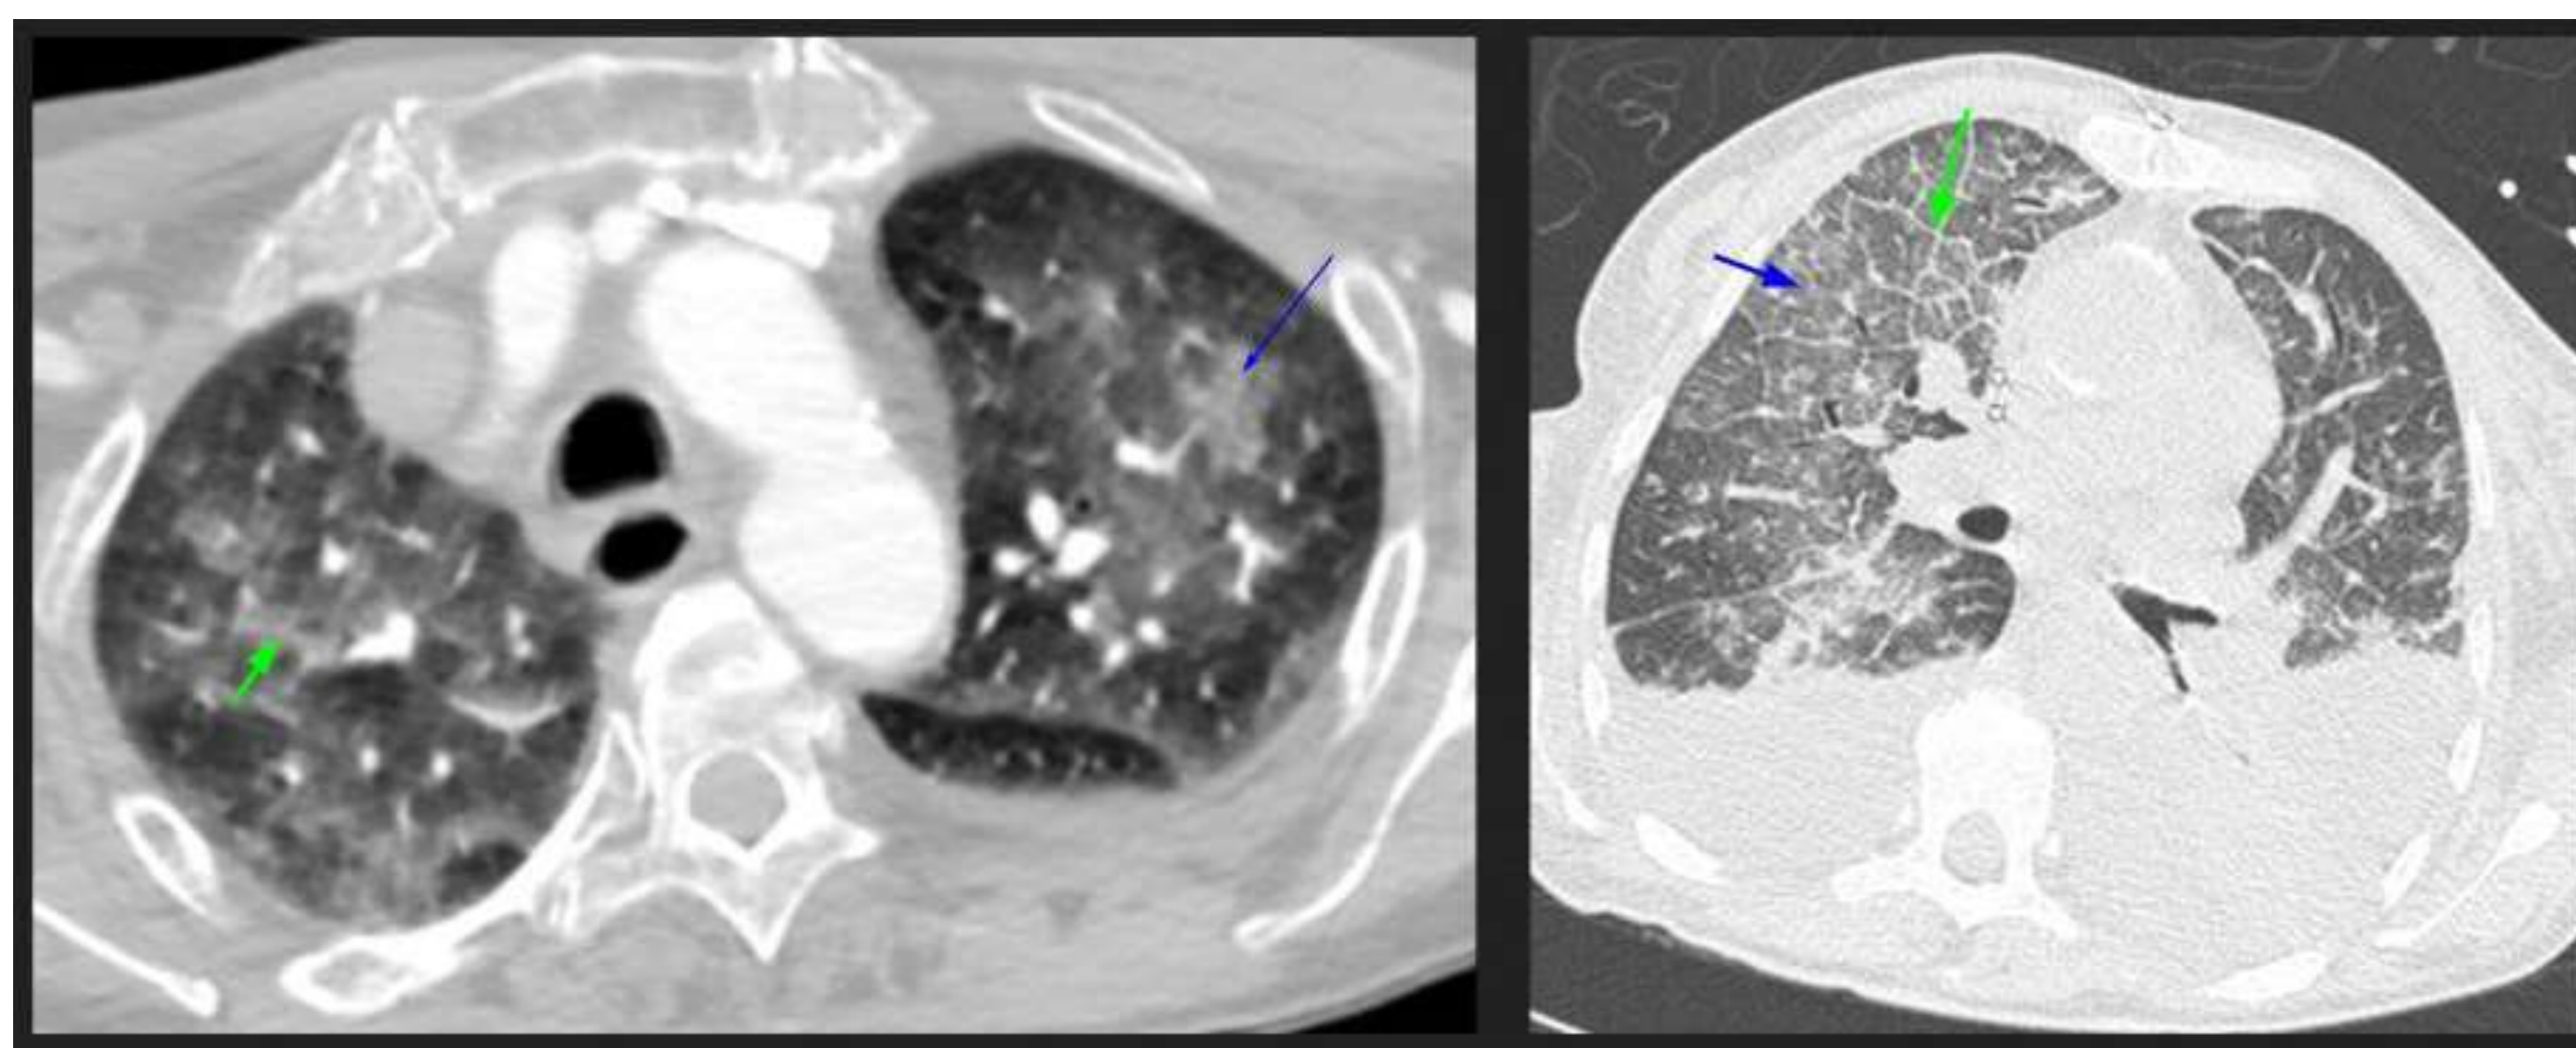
Imágenes TC que muestran una combinación de edema alveolar (↗) manifestado como opacidades en vidrio esmerilado centrilobular e edema intersticial manifestado como engrosamiento liso de los septos interlobulares (↗).
